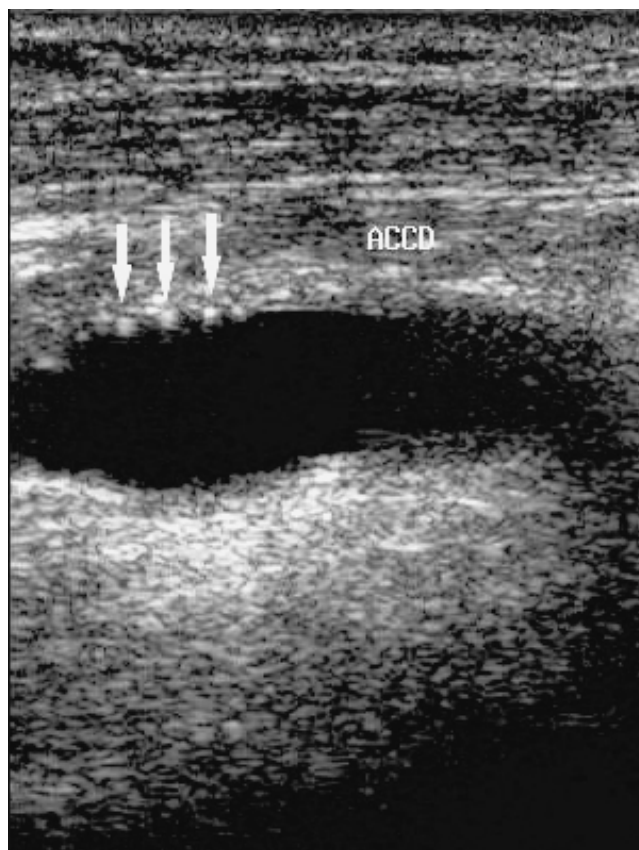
Doppler dúplex carotídeo modo B longitudinal. Las flechas señalan los sitios de las suturas.
